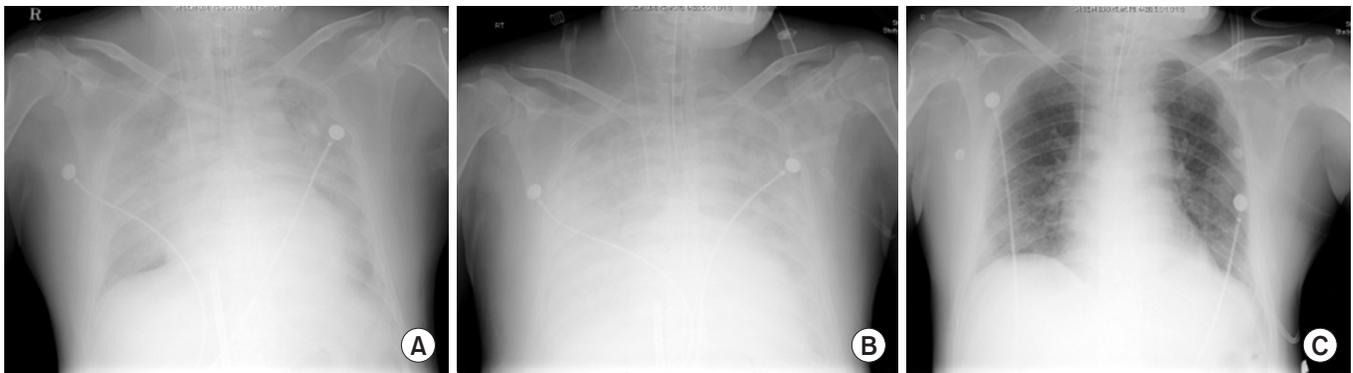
During the follow up period, chest X-ray shows pleural effusion and pulmonary edema and cardiomegaly, and aggravation for about a week. After three weeks of admission, clinical improvement has been observed and chest X-ray shows improvement of pleural effusion and pulmonary edema and cardiomegaly. On the (A) 4th, (B) 8th, (C) 19th day of hospitalization.
